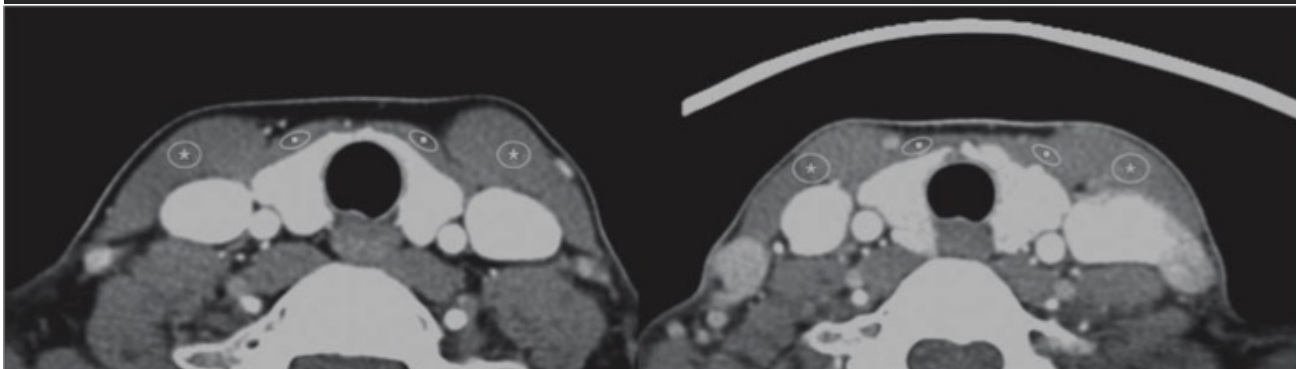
Measurement of mean CT attenuation and noise in unshielded (*left*) and shielded (*right*) neck CT images through level of thyroid. Regions of interest (*circles*) measuring approximately 30 mm² are drawn in indicated areas of strap (*squares*) and sternocleidomastoid (*asterisks*) muscles at same axial level in range of shield.
